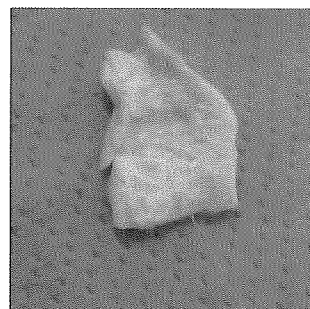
44T-T71 4410、レベル3、1秒の超音波振動(上:外壁側、下:内壁側)
